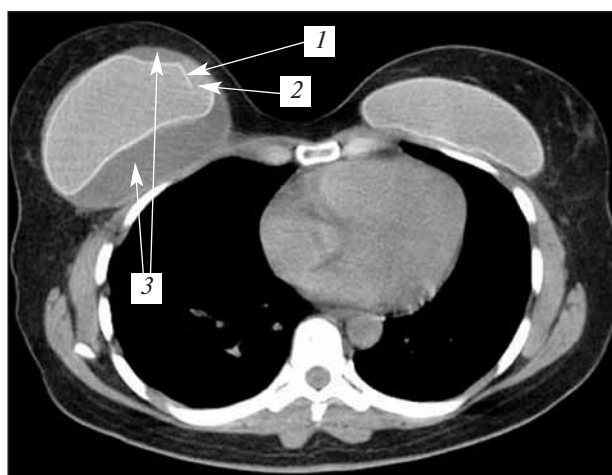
МСКТ-маммография. Мультипланарная реконструкция. Внекапсулярный разрыв имплантата (1). Скопления силикона в тканях молочной железы за пределами оболочки имплантата (2). Серома (3)
